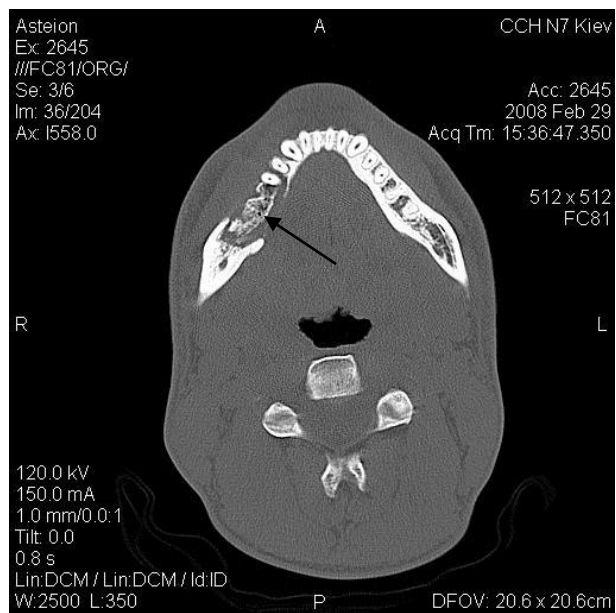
КТ хворого Н., 29 років з дифузним остеомієлітом правої половини нижньої щелепи.
